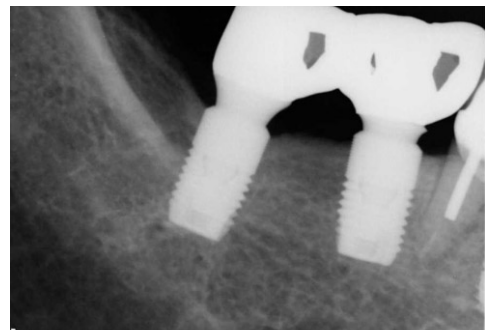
2011.11. Reversal change of intrusion was shown on the periapical radiograph.
